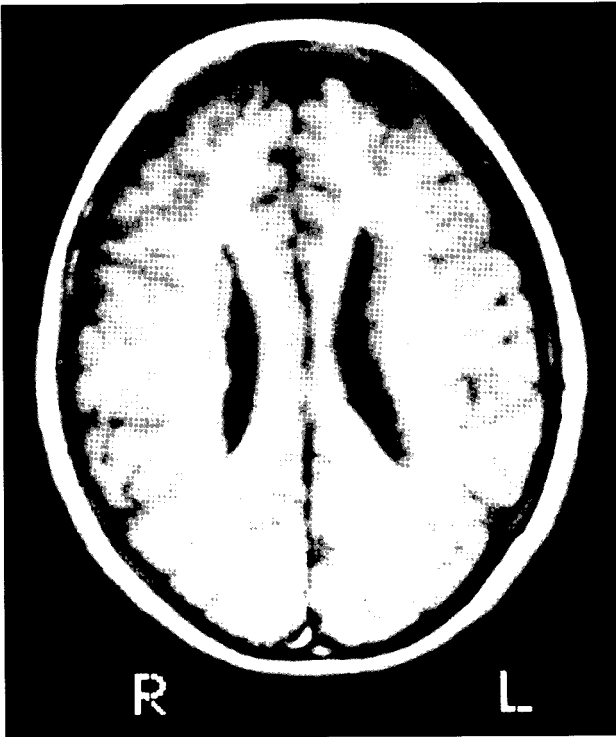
RM correspondiente al caso 1. Corte sagital. Secuencias ponderadas en T1. Se aprecian múltiples improntas en la superficie del sistema ventricular isointensas con sustancia gris cortical.
